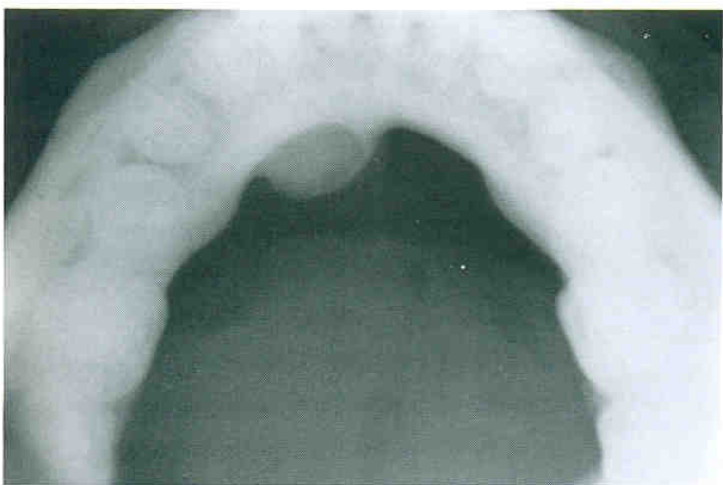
Imagem radiopaca homogênea na radiografia oclusal de mandíbula
